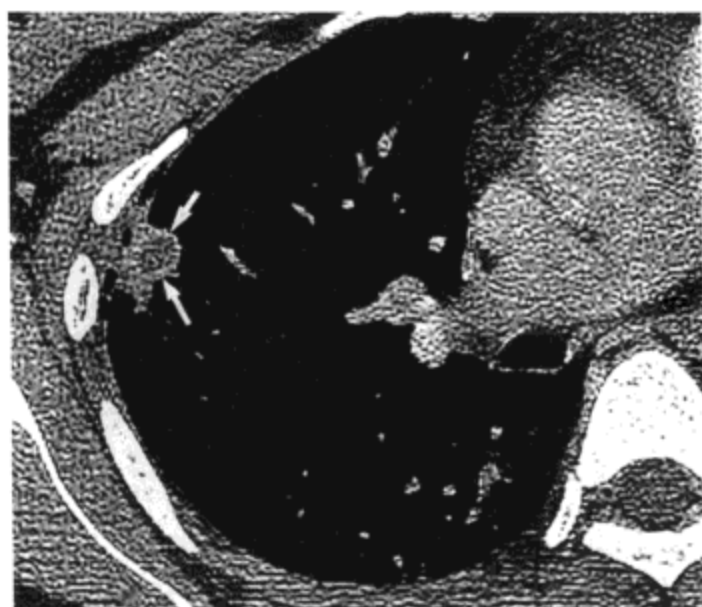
结核球。高分辨率CT像(1.0mm层厚)示右肺上叶内结节伴中心性低密度与周围增强环(箭号)。
